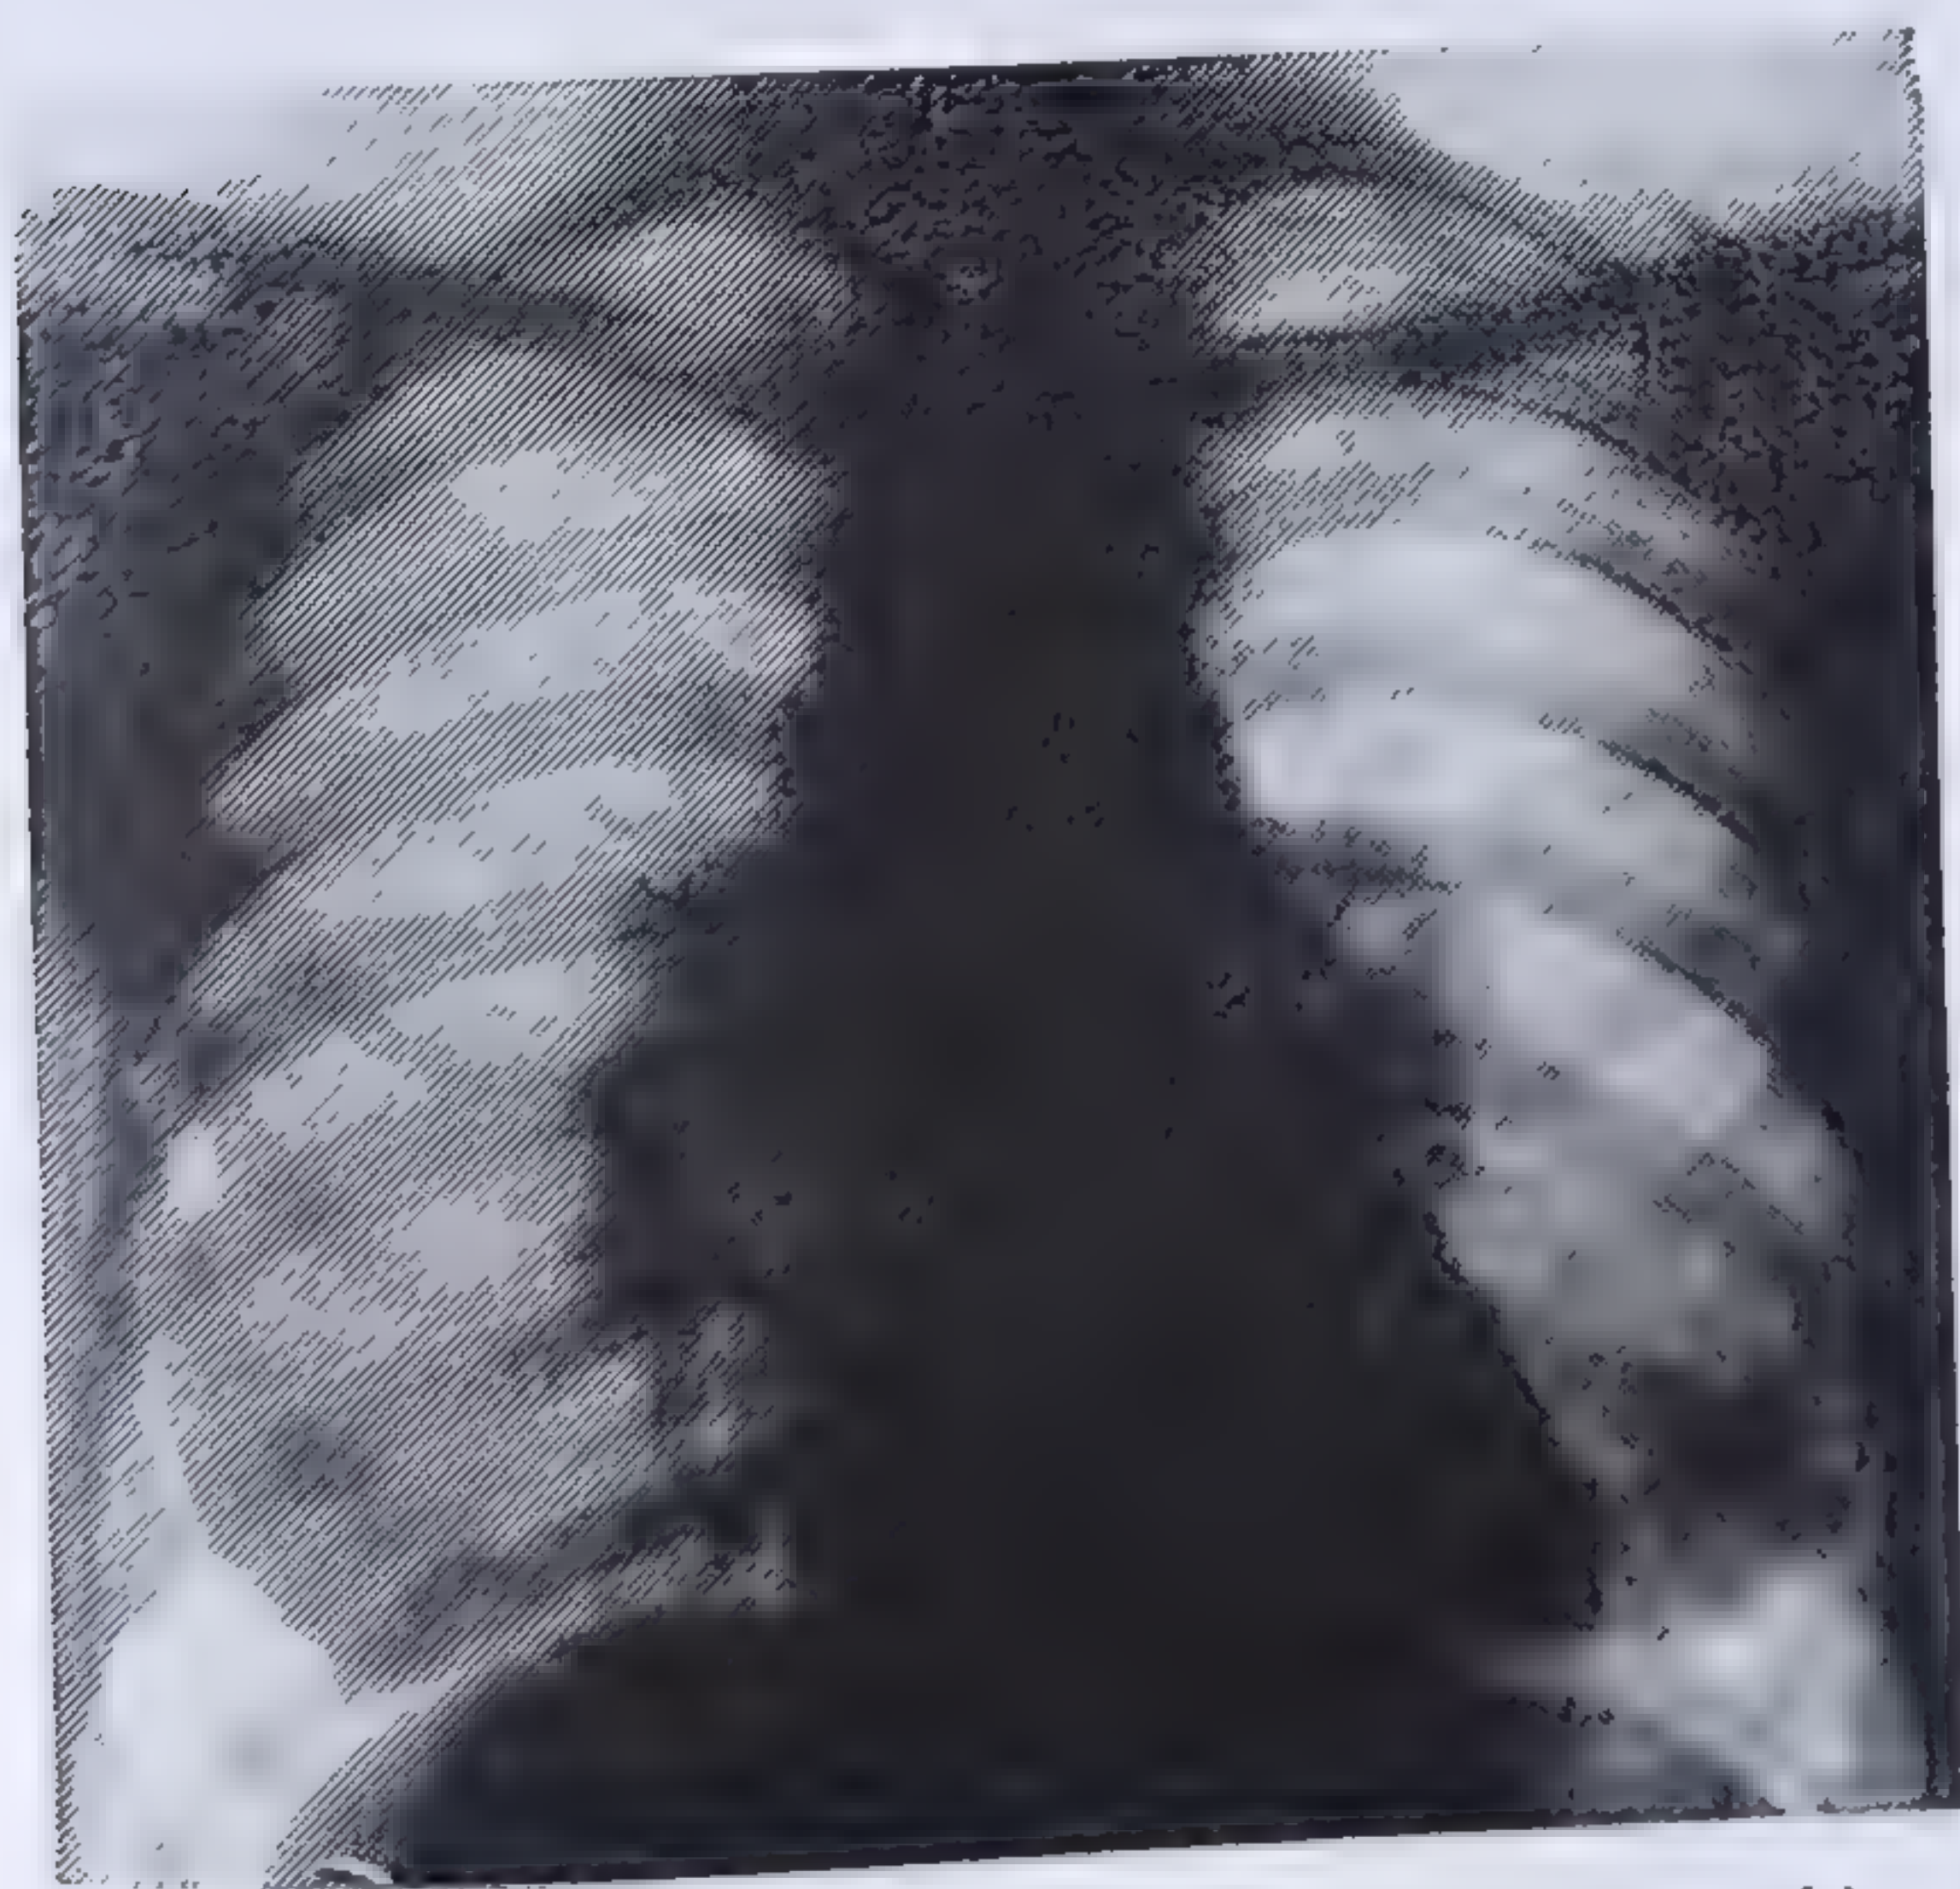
A. G. 36 ani, femeie. Besnier-Boeck-Schaumann. Descoperire radiologică la control. Hipertrofie notabilă a ganglionilor hilari și traheobronșici de aspect tumoral. Perihilar, îngroșări interstițiale spiculate. Radiografiile ulterioare arată ștergerea spontană a acestor imagini (colecția dr. Rosenberg).
